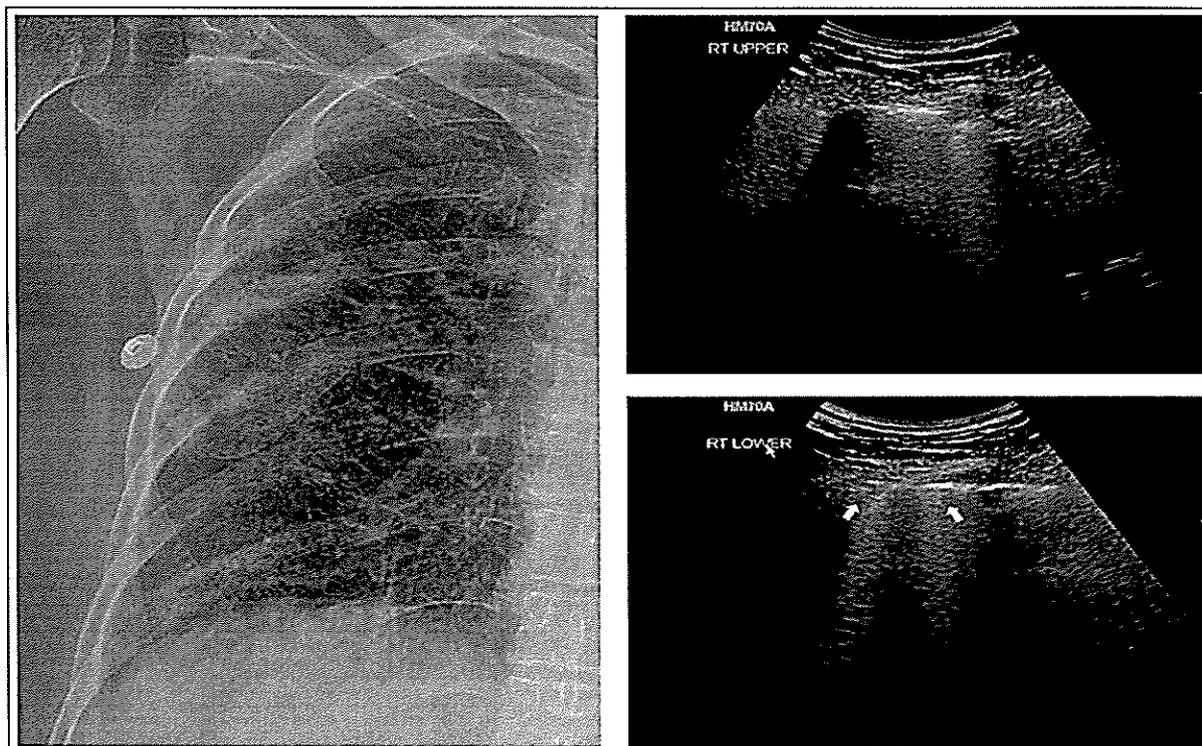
УЗИ демонстрирует множественные В-линии и утолщение плевры в верхних и нижних отделах легких
